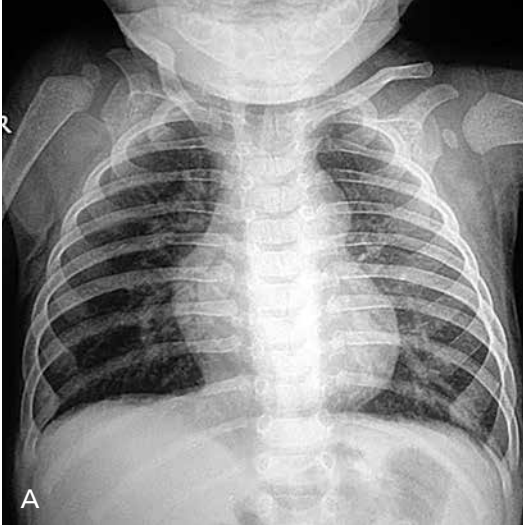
A, B. Bakteriyel pnömoniye taklit eden viral pnömoni. Solunum sıkıntısı ve “wheezing” ile başvuran 1 yıl 4 aylık erkek hastanın radyografisinde (A) her iki akciğerde havalanma artışı ve bilateral perihiler yamalı opasite artışları izlenmektedir. Ayrıca sol akciğer üst zonda alveoler opasite izlenmektedir (B). Trakeobronşial aspirasyon sonrası ve antibiyotiksiz izlem sonrası takip radyografide (6 gün sonra) sol üst zondaki alveoler opasitenin kaybolduğu ve aslında viral pnömoniye bağlı üst lob atelektazisi olduğu değerlendirildi. Ayrıca perihiler opasitelerde belirgin şekilde gerilemiş olarak izlendi. Hasta destek tedavisi ile birlikte antibiyotik verilmeksizin taburcu edildi.
